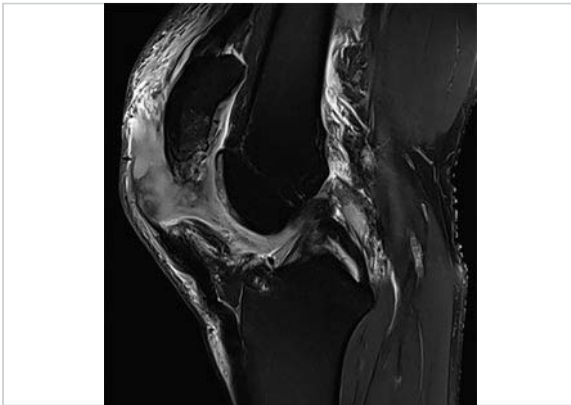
MRT sagittal: Patellarsehnenruptur. (Quelle: Prof. Dr. med. Marc Regier, Radiologie München)
